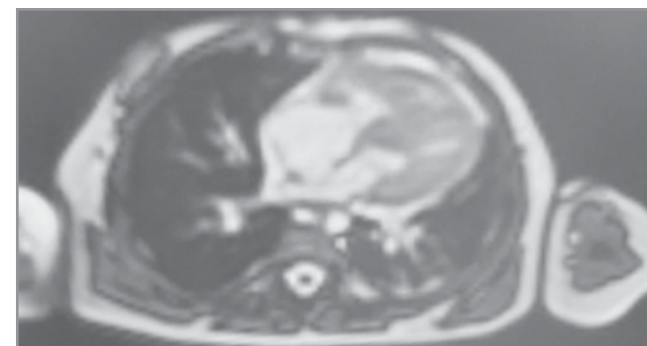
Магнітно-резонансна томографія. Магнітно-резонансні ознаки гіпертрофії міокарда обох шлуночків
